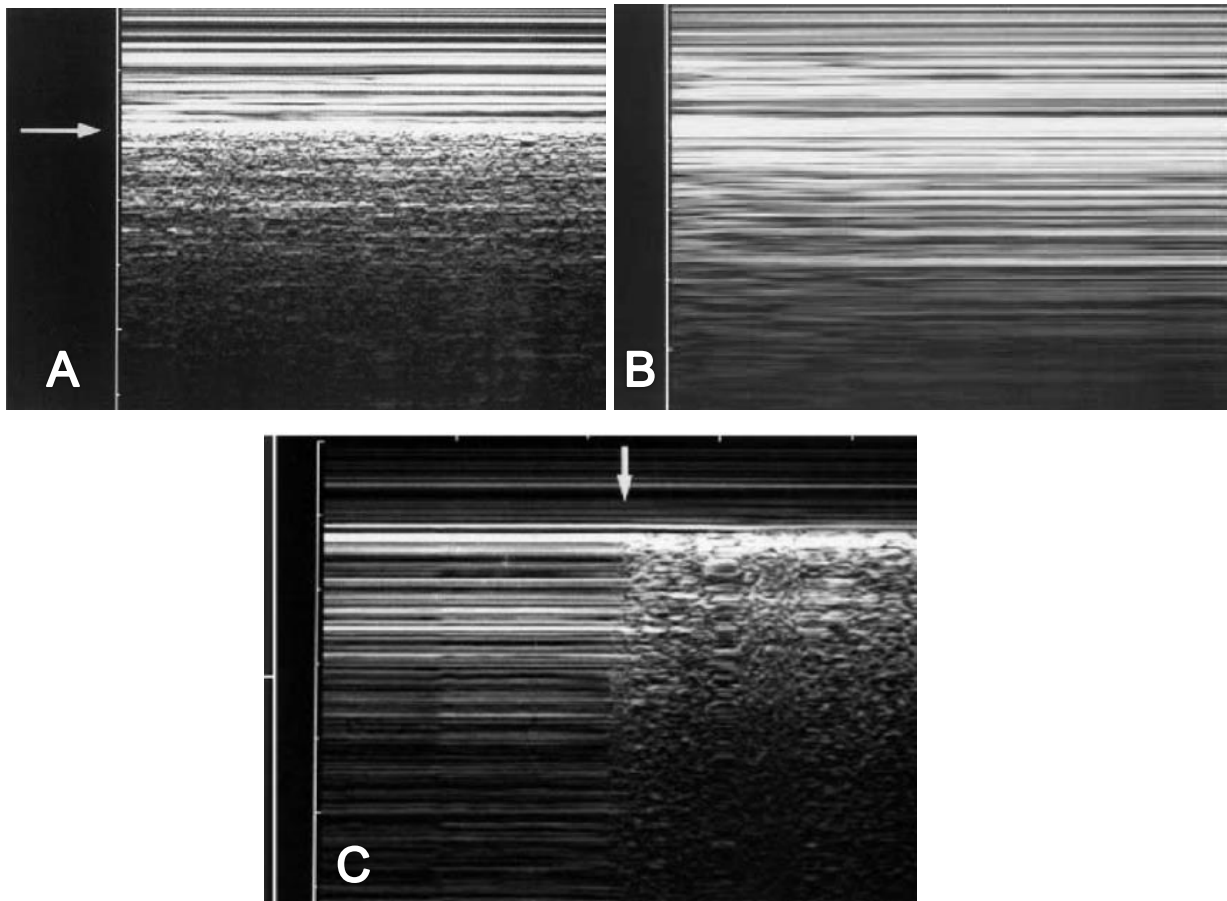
A) Signo de la playa, nótese línea pleural hiperecoica (flecha) y debajo de esta el aspecto granuloso en sal y pimienta constituyendo la arena, superior a esta estructuras no móviles de tejidos blandos con aspecto de mar. B) Signo de estratosfera o código de barras. C) Punto Pulmonar, nótese la transición espontánea de signo de la playa a signo de estratósfera. Adaptado de Lichtenstein D, Meziere G, Biderman P, Gepner A. The “lung point”: an ultrasound sign specific to pneumothorax. Intensive Care Med. 2000. 26: 1434-1440.
